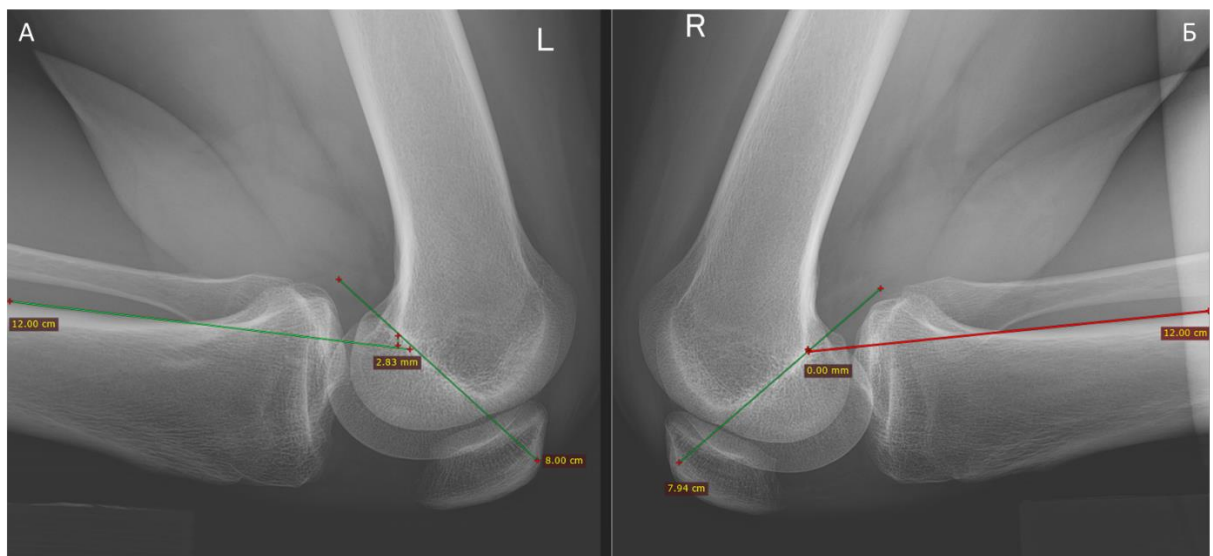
Стресс-рентгенограммы обоих КС в боковой проекции на сроке 12 месяцев с момента травмы (А (L) левый коленный сустав, Б (R) правый коленный сустав (разница в заднем смещении голени относительно бедра между левый и правым КС 2,83 мм))
